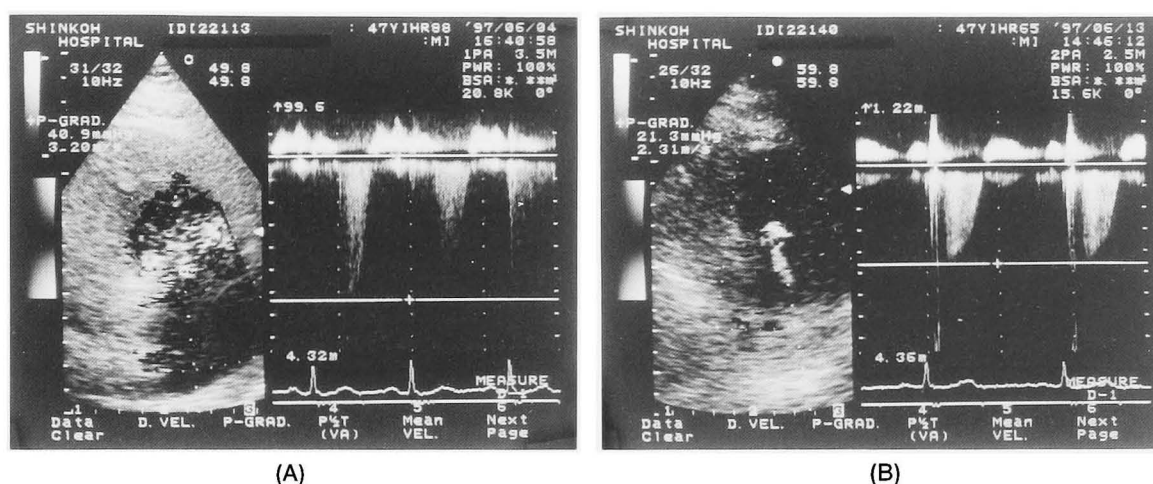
Continuous-wave Doppler recording of tricuspid regurgitant flow from the apical transducer position. The peak velocity of tricuspid regurgitation jet is 3.20 m/s, from which the right ventricular systolic pressure can be estimated to be 51 mmHg, meaning an increase in right ventricular afterload at the onset (A). After thrombolytic and anticoagulant therapy, these values were lower to 2.31 m/s and 31 mmHg, respectively (B).
